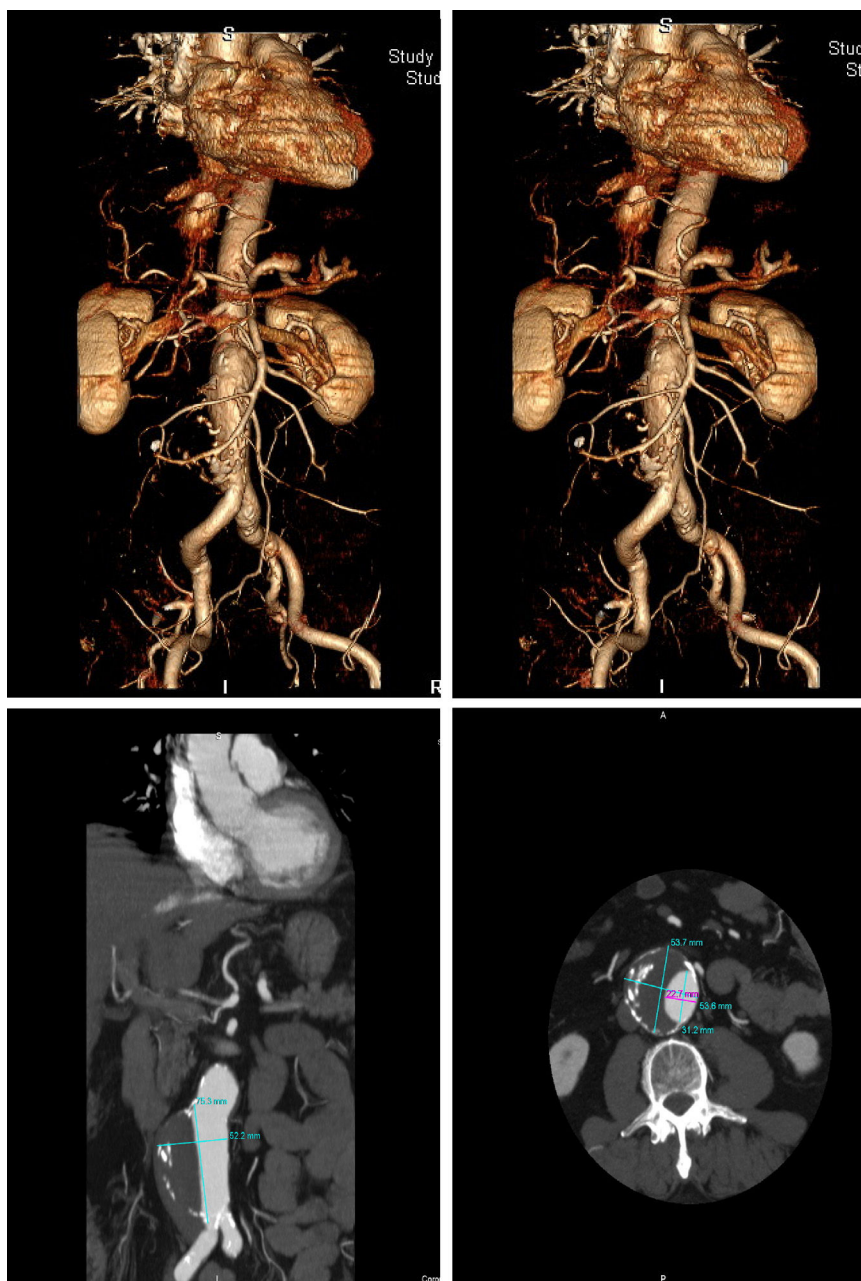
TC angiografía: ateromatosis calcificada de arterias coronarias (imagen superior). Elongación y ateromatosis calcificada aortoiliaca. Aneurisma de aorta abdominal infrarrenal parcialmente trombosado, origen en arterias renales y que se extiende hasta bifurcación aortoiliaca (imagen inferior).
